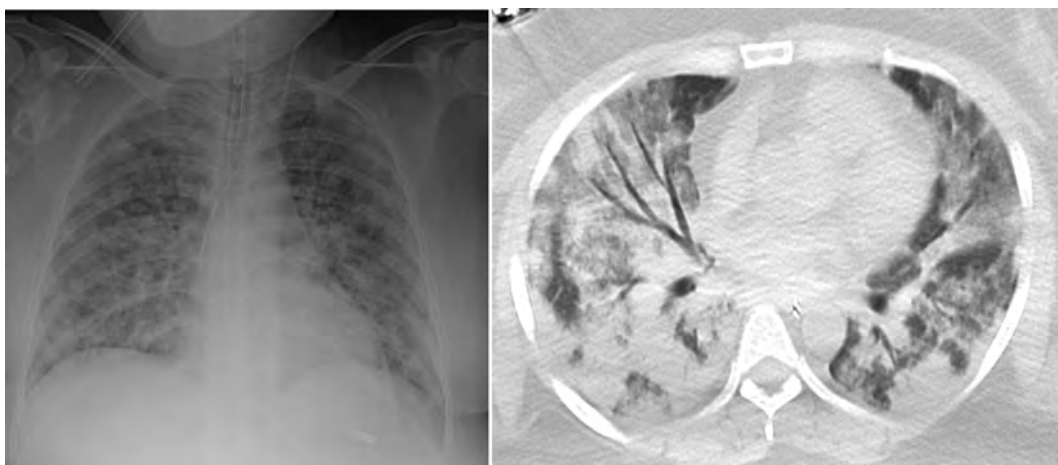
Computed tomography and chest X-ray
